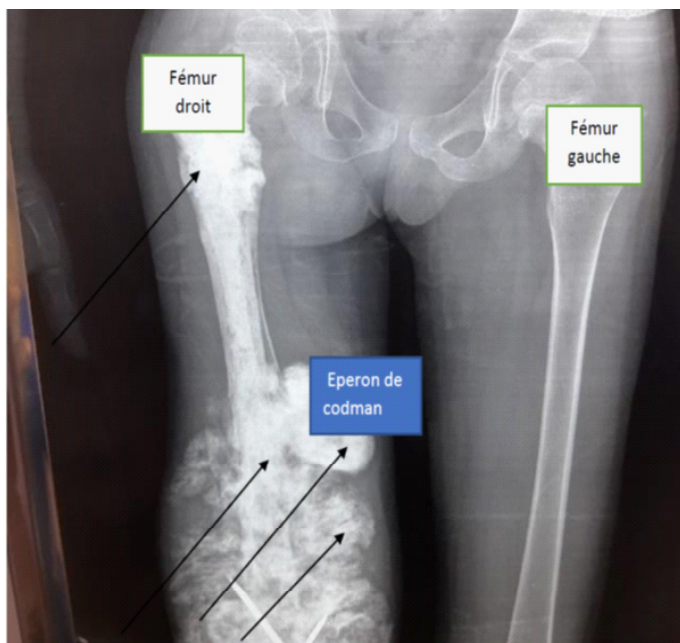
Radiographie des cuisses montrant une ostéocondensation diffuse et hétérogène de la diaphyse fémorale droite, étendue à la région métaphysaire avec dédifférenciation cortico spongieuse, réaction spiculée en feu d'herbe et éperons de Codman (flèches noires).
